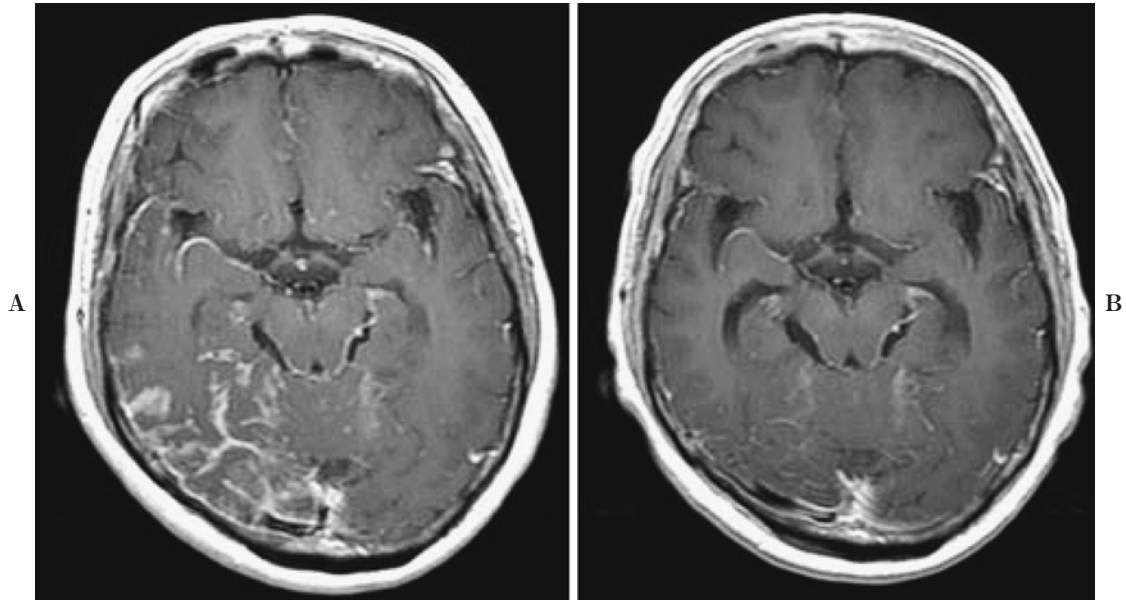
Enhanced brain MRI (Case 1). A: At onset of malignant meningitis. There was enhancement of leptomeningeal disseminations on the surface of the cerebral fissure. B: After administration of gefitinib. Leptomeningeal disseminations improved.
